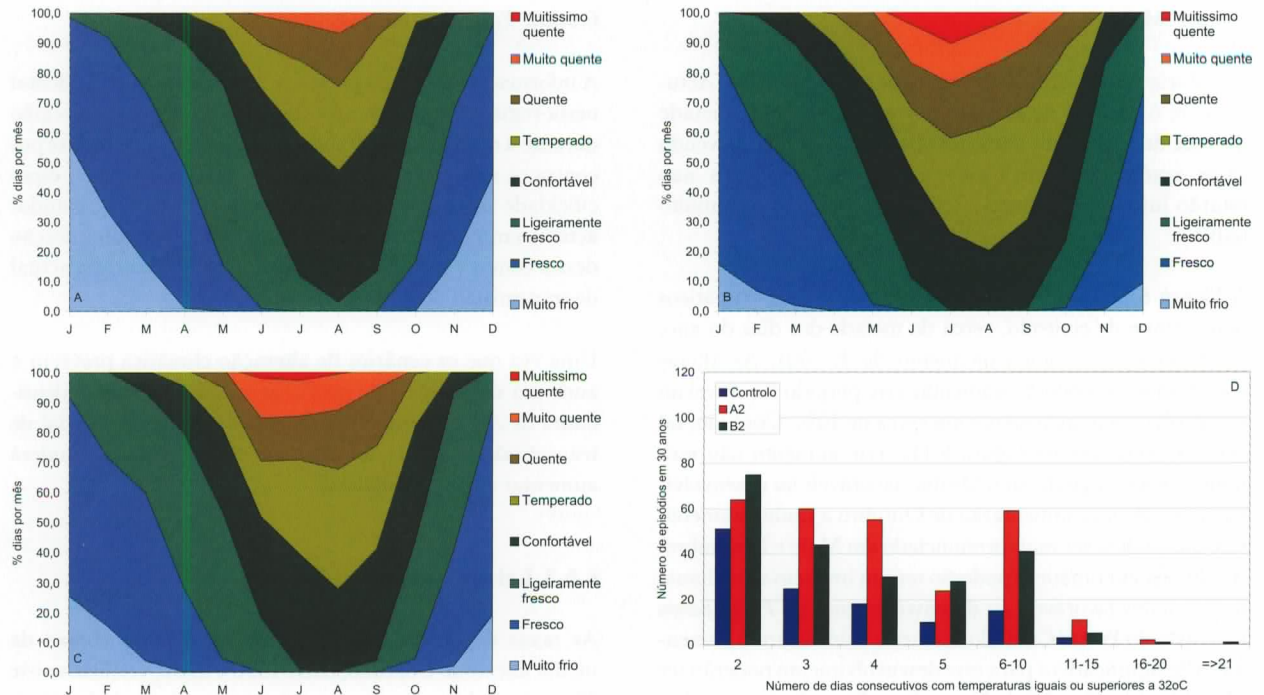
Porto: Níveis de conforto térmico e ondas de calor: (A) Cenário controlo; (B) Cenário A2; (C) Cenário B2; (D) Ondas de calor. Os níveis de *stress* térmico utilizados derivaram do índice PET (ver Tabela 6.4). Uma onda de calor é definida como um período de dois ou mais dias consecutivos nos quais a temperatura é igual ou superior a 32 °C. Dados climáticos do modelo HadRM3
